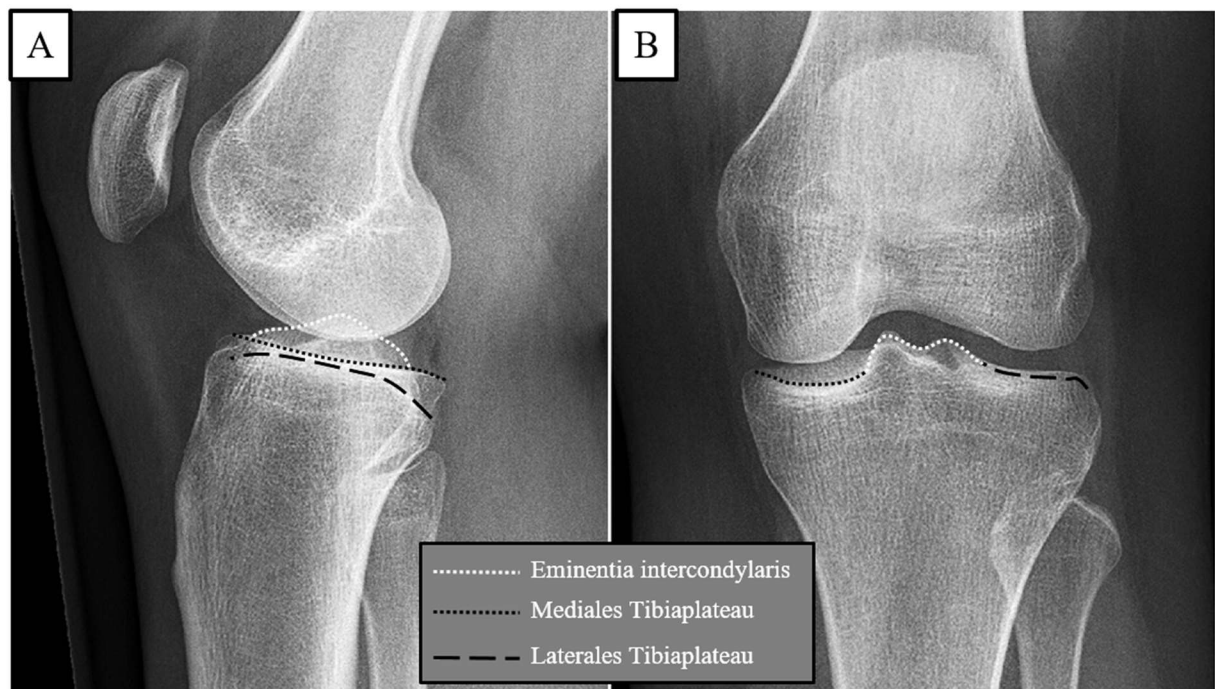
Röntgenologische Landmarken der proximalen Tibia. A: seitliche Projektion. B: anterior-posteriore Projektion.
